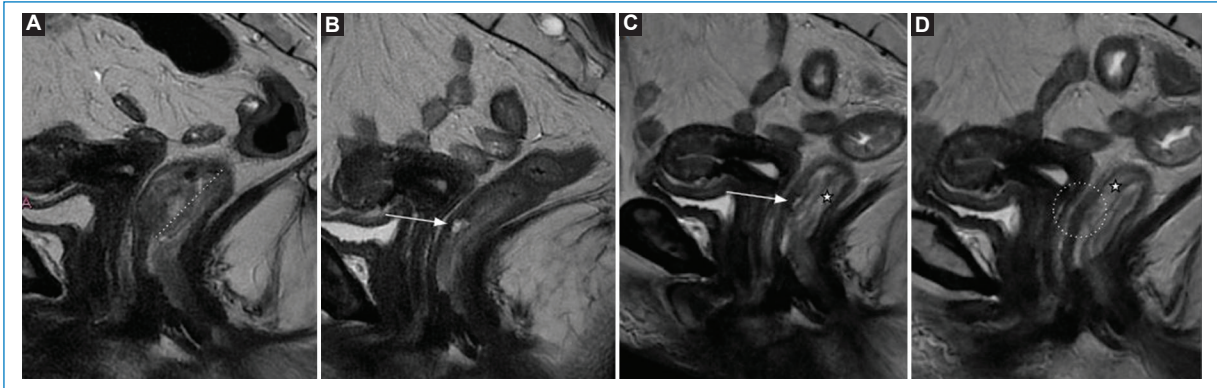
Adenocarcinoma moderadamente diferenciado de recto inferior. La RM de estadificación con secuencias de alta resolución sagital T2 (A) evidencia una lesión sólida (línea punteada) con compromiso de la capa muscular sin extensión extramural: mrT2. N0, EMVI negativo, MRC seguro. La RM de reestadificación con secuencias de alta resolución sagital T2 (B) no muestra lesión residual, observándose en su lugar un pequeño lago de mucina con hiperseñal en T2 (flecha), como signo de respuesta al tratamiento efectuado: TRG 2. Se reduce progresivamente su tamaño en los sucesivos controles de RM a los 3 meses (C) y los 6 meses (D). Nótese además el edema submucoso de aspecto posactínico (estrella). EMVI: invasión vascular extramural.
